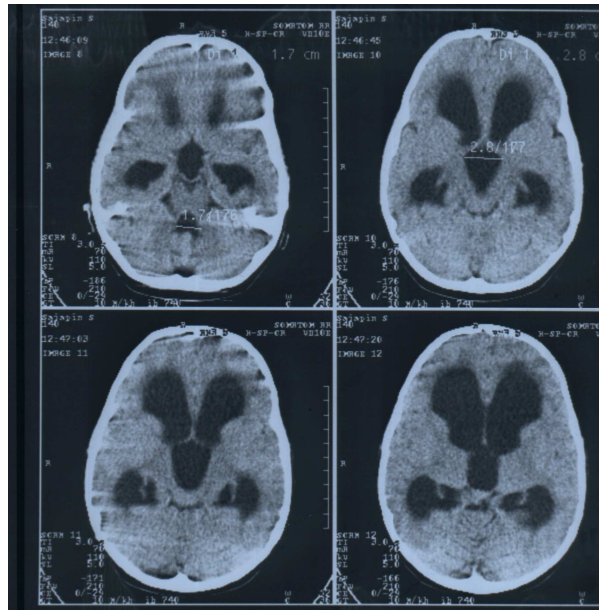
а) Компьютерная томограмма больного С., блет, до операции. Определяются признаки прогрессирующей окклюзионной гидроцефалии (компрессия субарахноидальных пространств, грубый перивентрикулярный отек, выраженная вентрикуломегалия).
